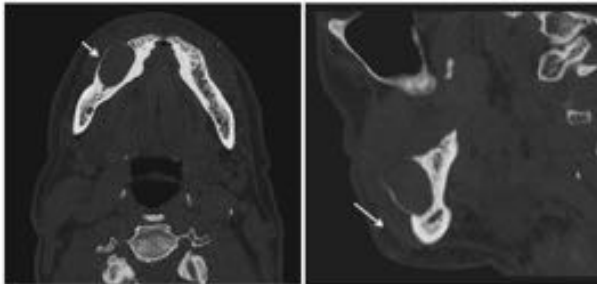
TAC corte axial y reconstrucciones. Queratoquiste (flechas). Hospital de Mérida (Badajoz)
